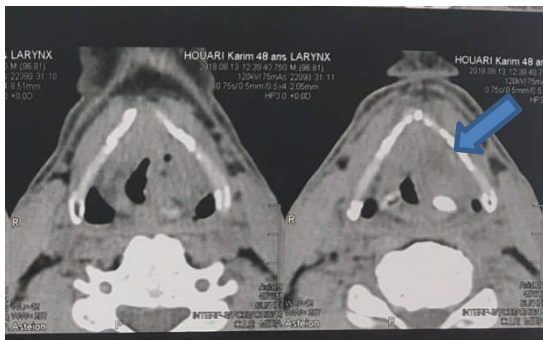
TDM en coupe axiale montrant la tumeur laryngée.
